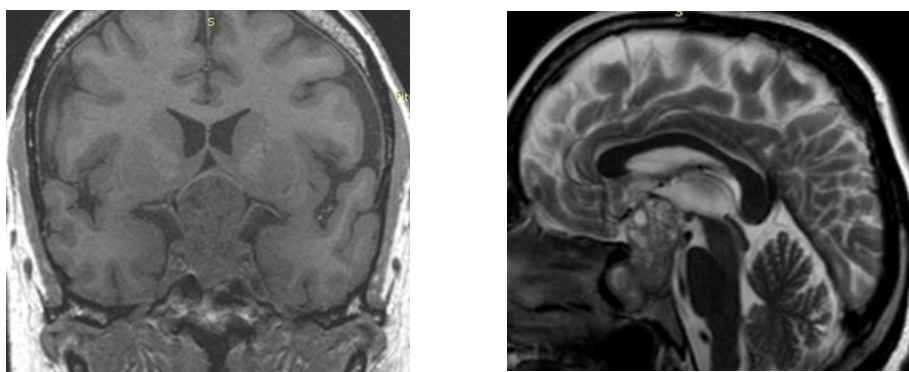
МРТ до операции
